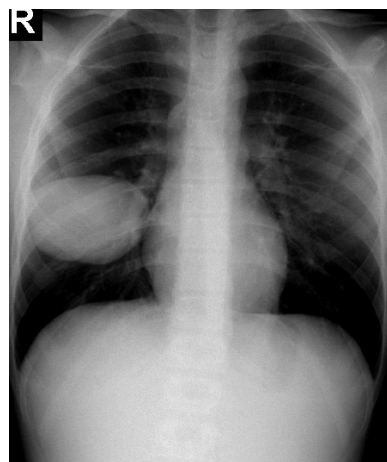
Radiografie toracică: chist hidatic lob mediu plămân drept
